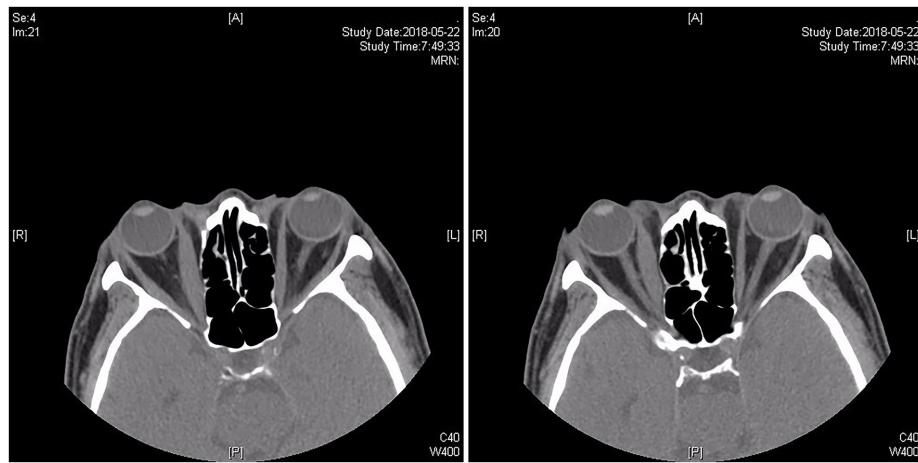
Plain orbital computed tomography scan
